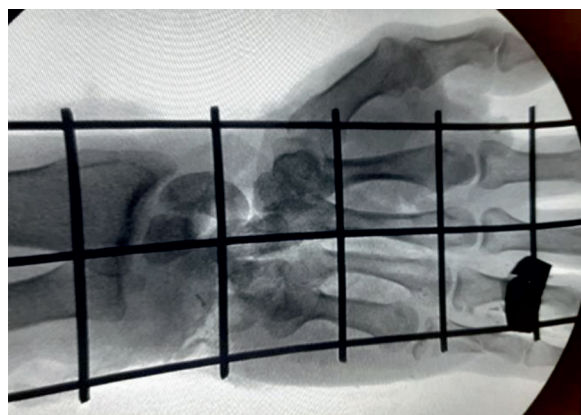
Рентгенограмма кисти больного М.
